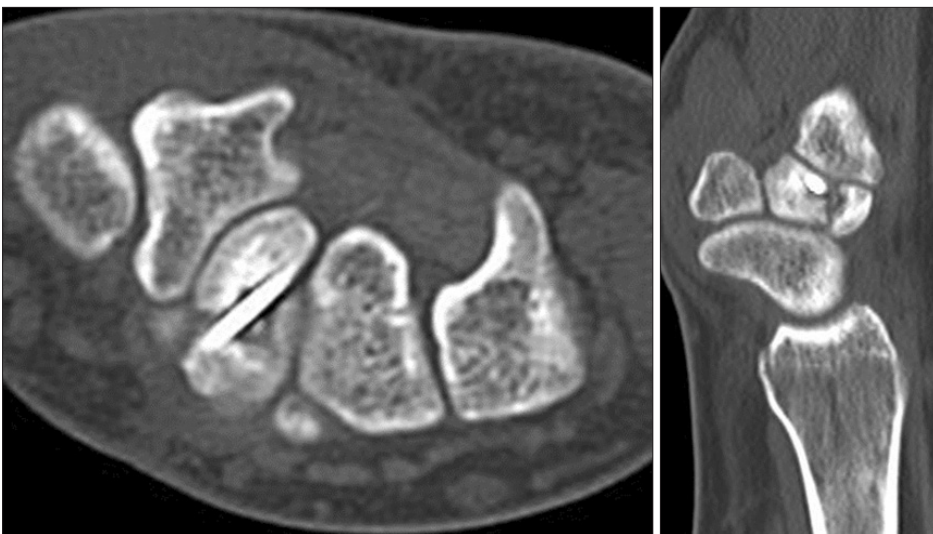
Computed tomography images 6 months after the operation. Note the formation of bony callus.
